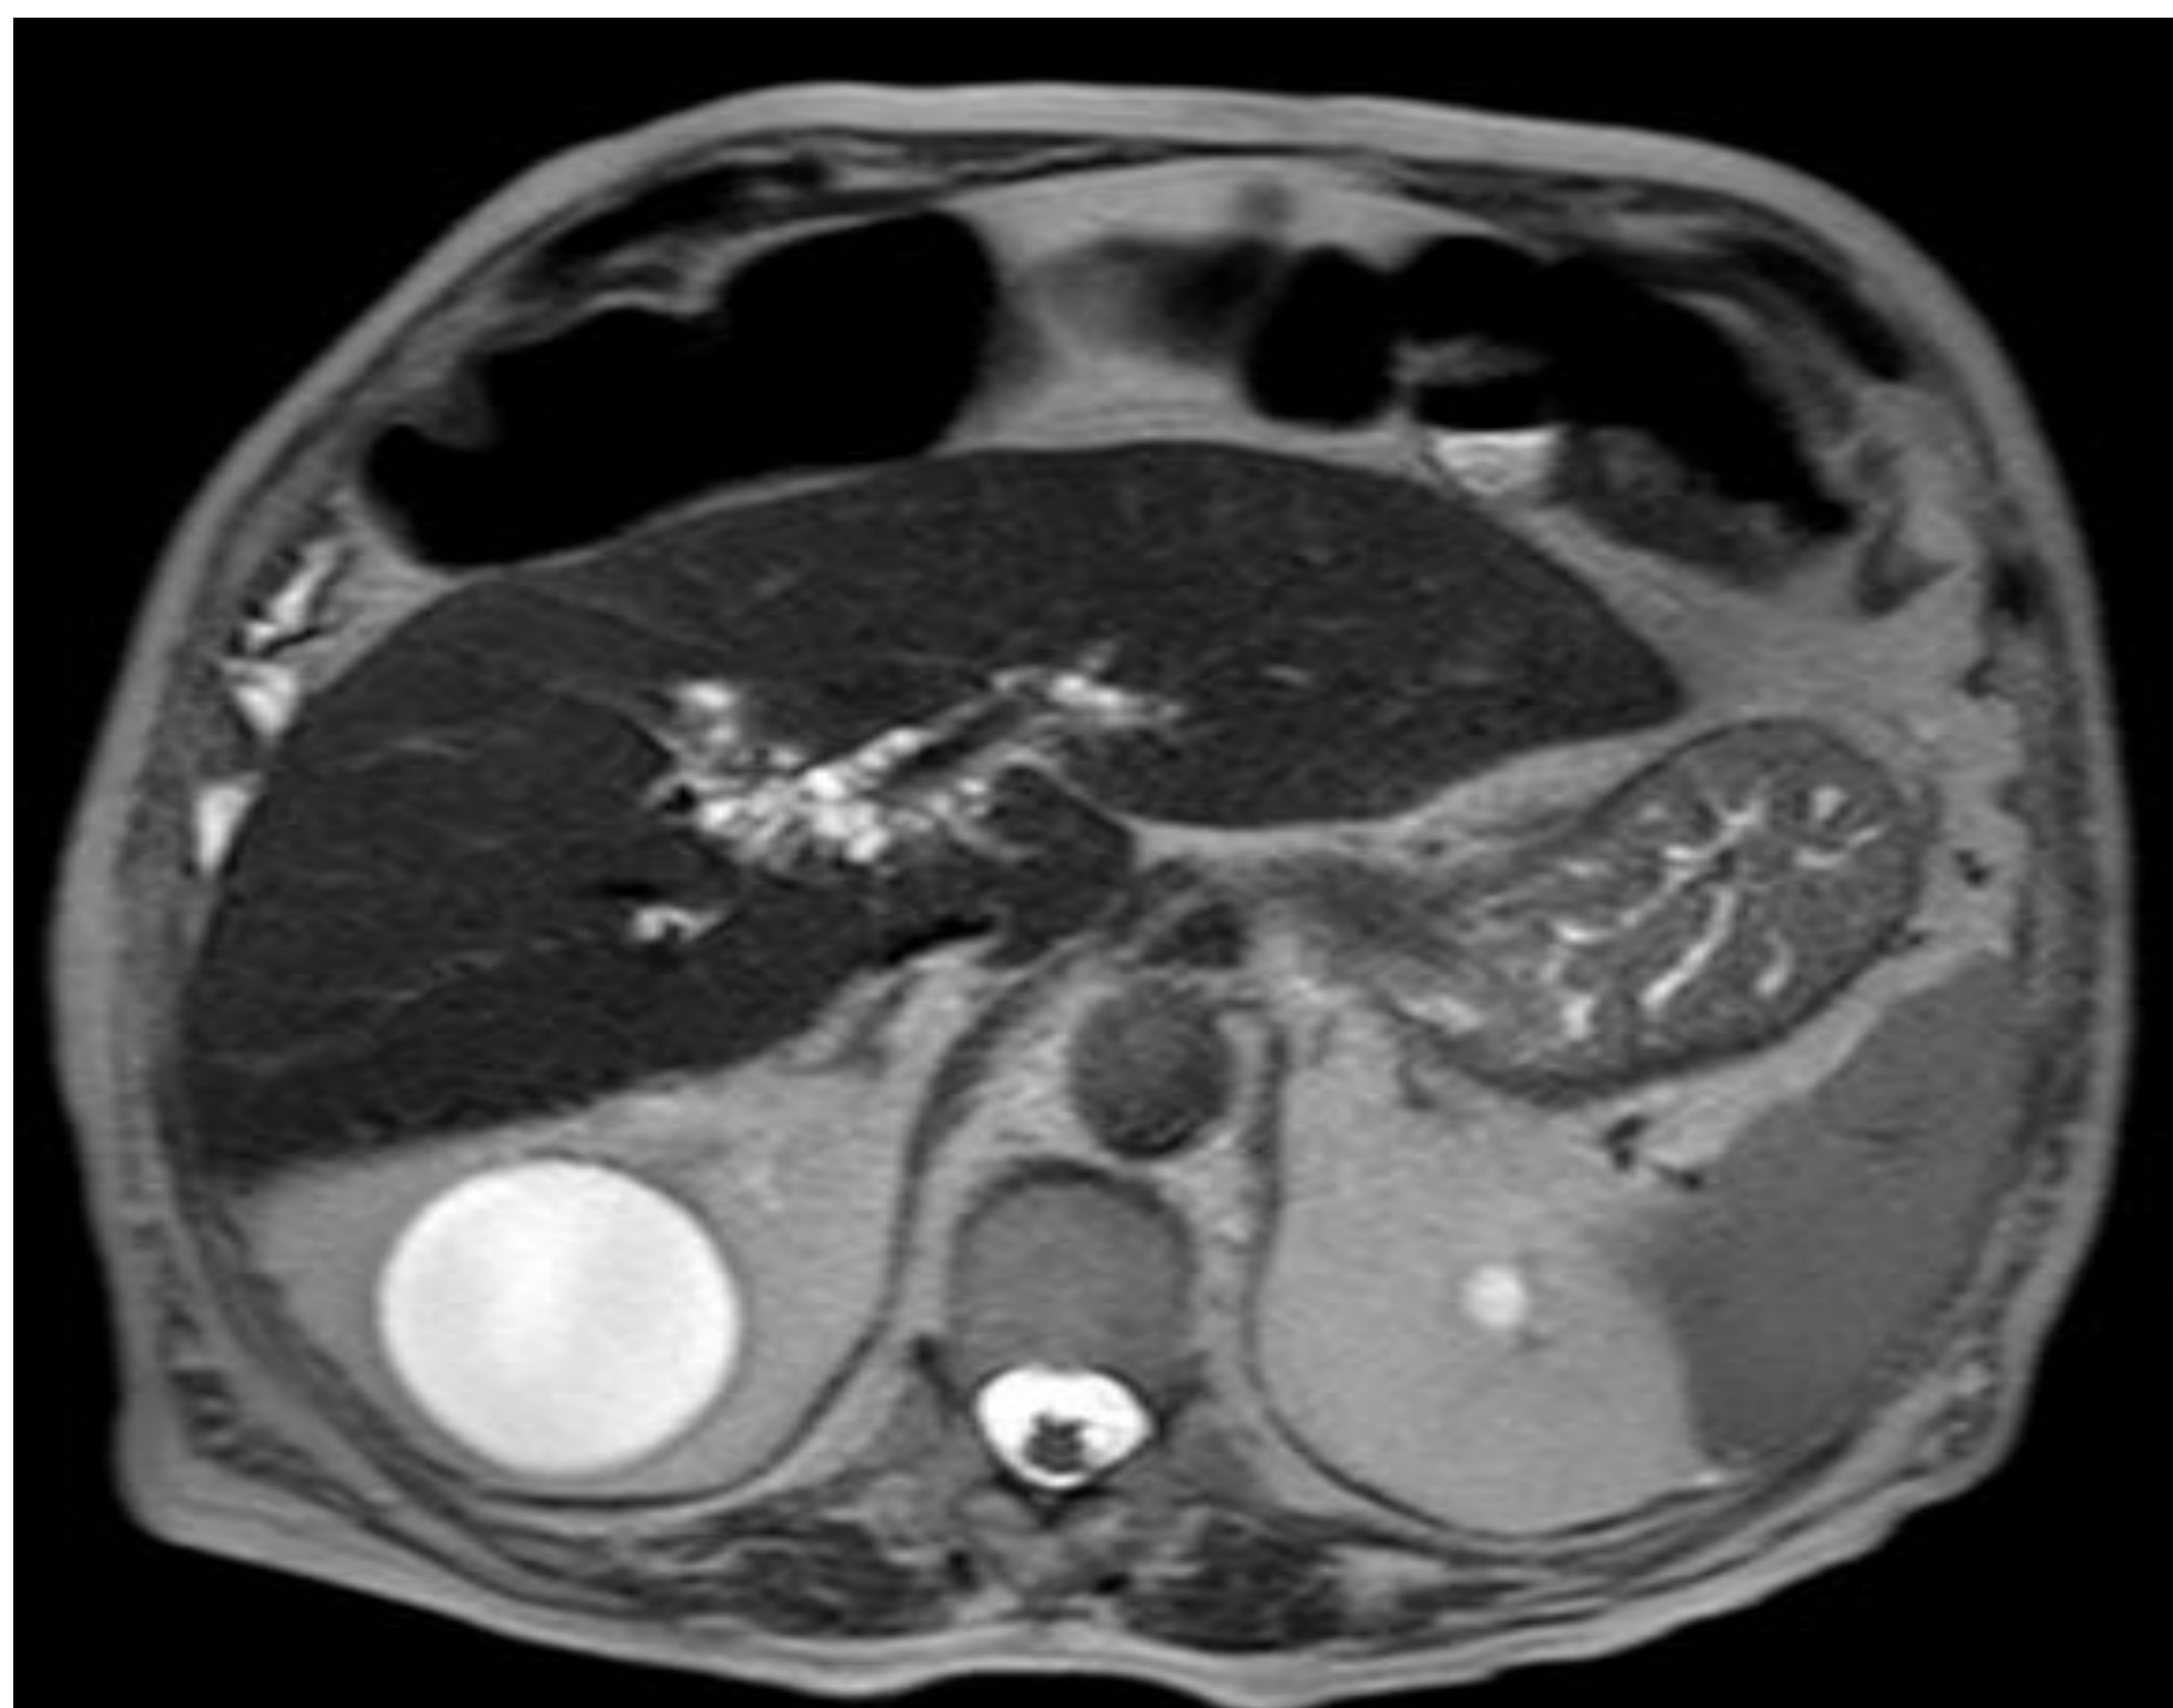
Imagen de secuencia pT2 de RM en plano axial que muestra típico aspecto de los quistes peribiliares, ocupando el espacio periportal del hilio hepático.
